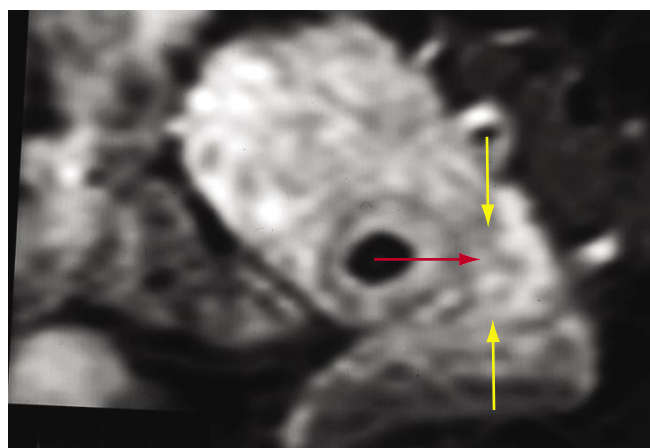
МРТ малого таза через 2 недели после выполнения УЗ-абляции. (желтыми стрелками указаны границы миоматозного узла; красной стрелкой указана зона абляции)
